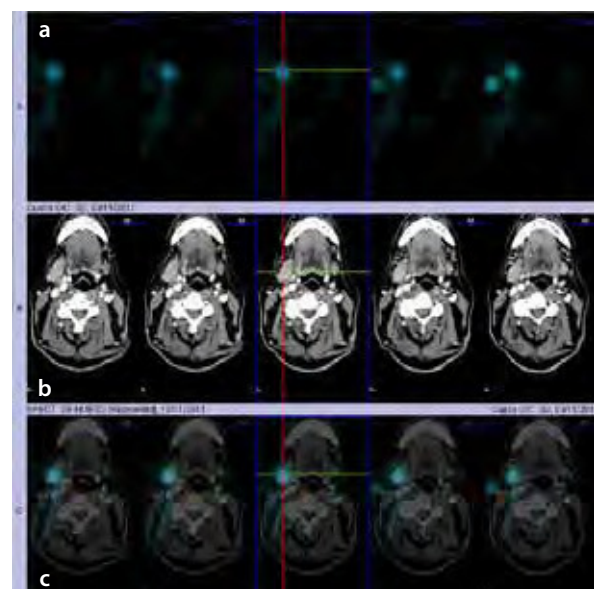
Linfogammagrafía con SPECT/CT: a) Cortes axiales del SPECT. Inyección en el pabellón auricular derecho y drenaje al cuello. b) TC donde se observa adenopatía de cuello del nivel Ib derecho. c) Fusión de las imágenes axiales del SPECT y del CT, que permite localizar con exactitud los ganglios centinela en el nivel Ib y IIa derechos.
